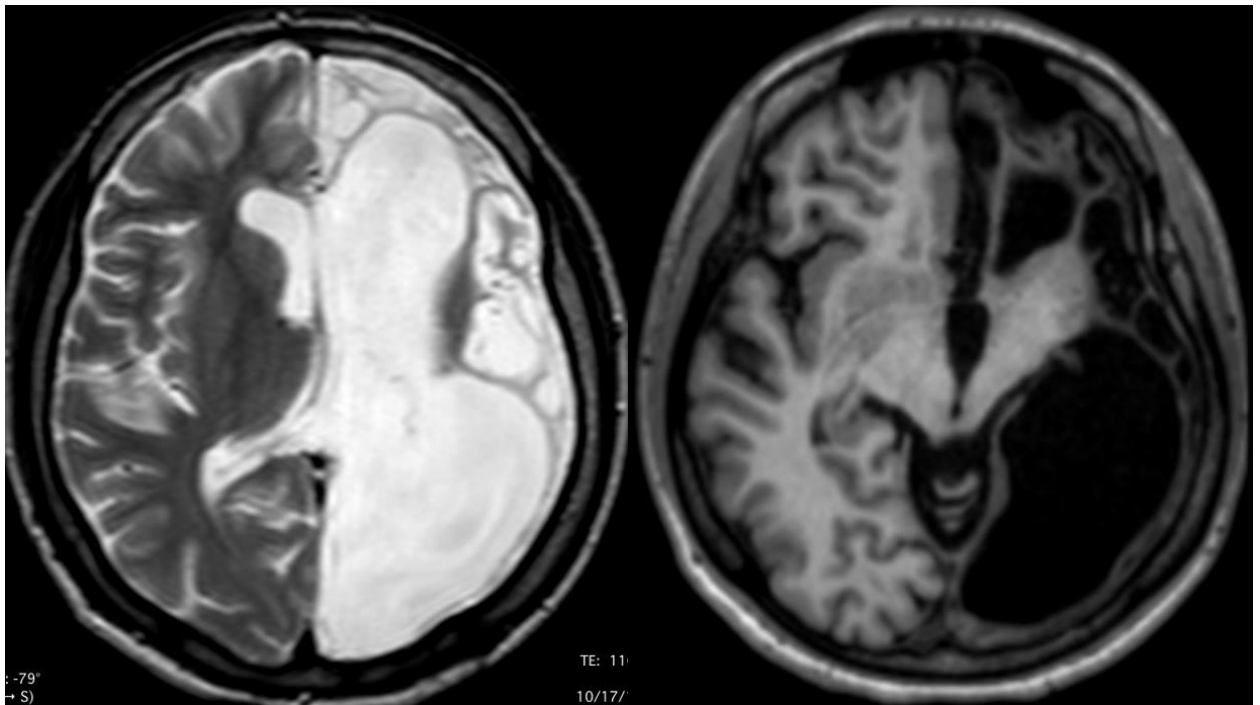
Аксиальні зрізи МРТ головного мозку хворої Я. (№173677-2017). Дифузне ураження лівої півкулі мозку, лівобічна геміатрофія (енцефаліт Расмуссена)
